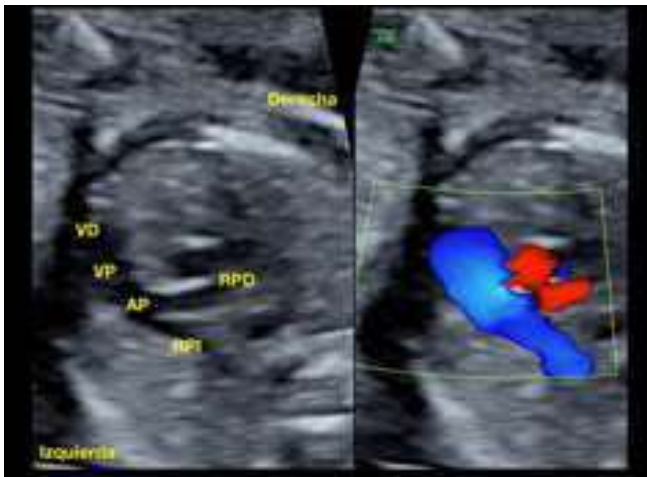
Ecocardiografía básica de 2do trimestre: salida de la pulmonar. Corte normal de la salida de la arteria pulmonar en un feto de 22 semanas. VD, ventrículo derecho; VP, válvula pulmonar, AP, arteria pulmonar; RPD, rama pulmonar derecha; RPI, rama pulmonar izquierda.
